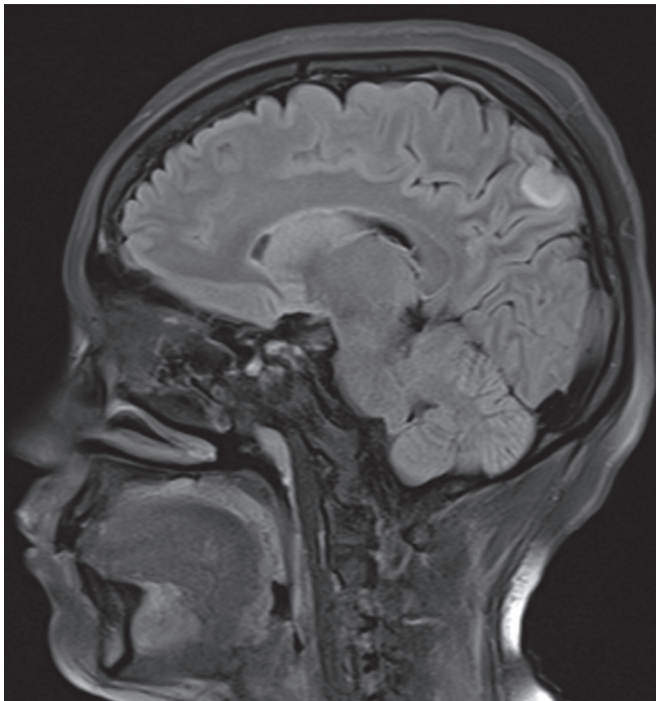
RM cráneo simple FLAIR fase T2, que muestra hiperintensidad parieto-occipital derecho corte sagital a 48 horas de padecimiento actual.
